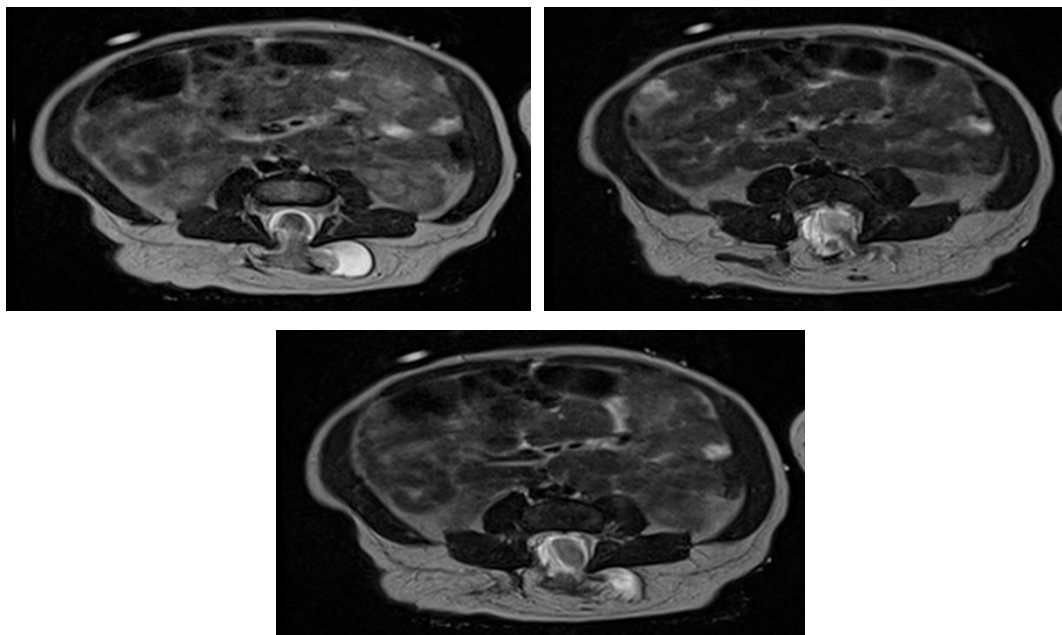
Secuencias de resonancia magnética en T2, se observa presencia de líquido laminar alrededor de la médula espinal (hidrosiringomielia). Se observa el contenido de la masa
